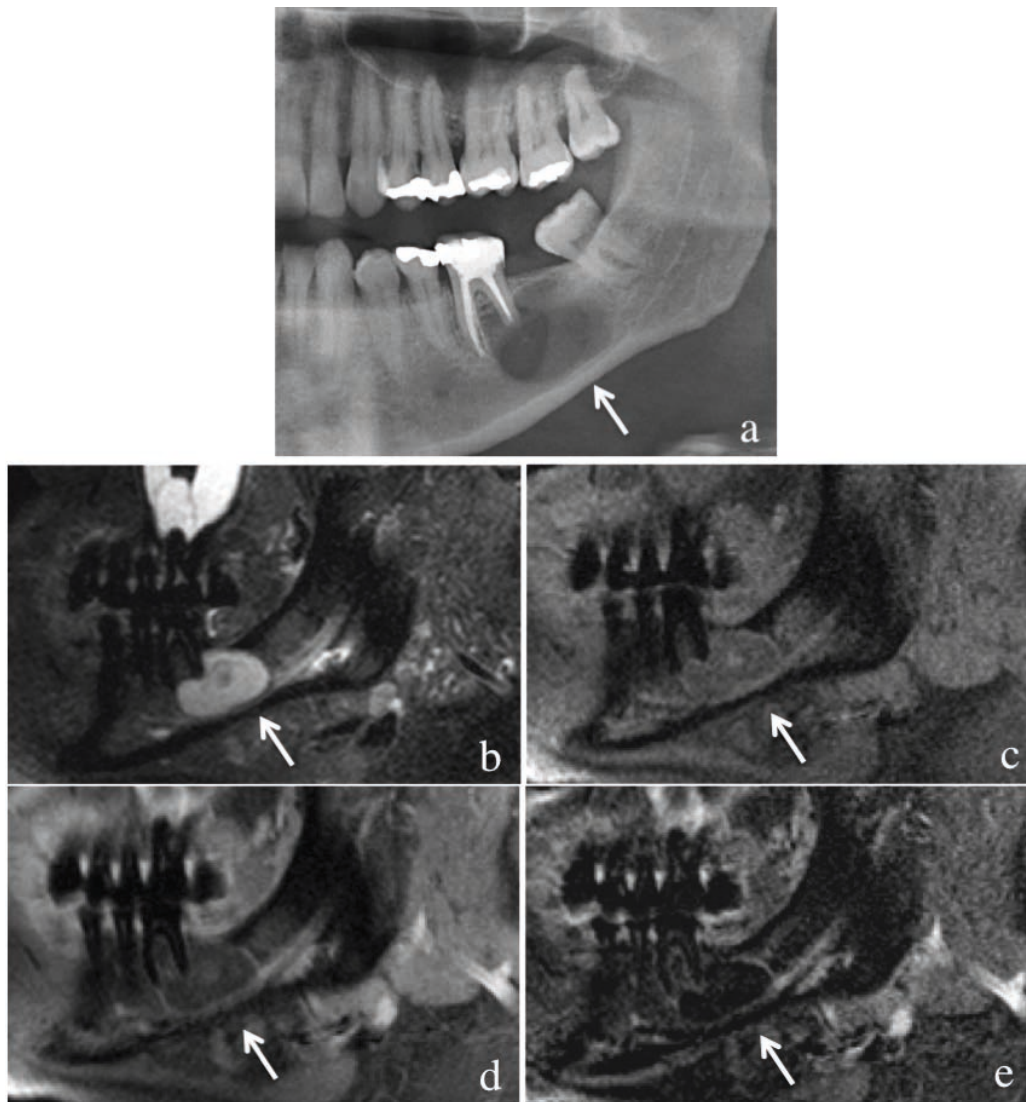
Paziente con estesa lesione osteolitica in corrispondenza delle radici dentarie degli elementi 36 e 38. (a) Immagine ortopantomica su cui si può notare come la lesione abbia determinato un riassorbimento della radice distale del dente 36, che mostra gli esiti di terapia endodontica. Immagini RM orientate lungo l'asse dell'emimandibola sinistra: (b) T2 SPACE STIR, T1 SE FS prima (c) e dopo la somministrazione di mdc. ev. (d); (e) immagine di sottrazione. La lesione risulta iperintensa in T2 e mostra un minimo *enhancement* di parete dopo mdc. NB gli esiti di precedenti trattamenti endodontici a livello dell'elemento dentario 36 e degli elementi dentari dell'emiarcata superiore non riducono sensibilmente la qualità delle immagini.
